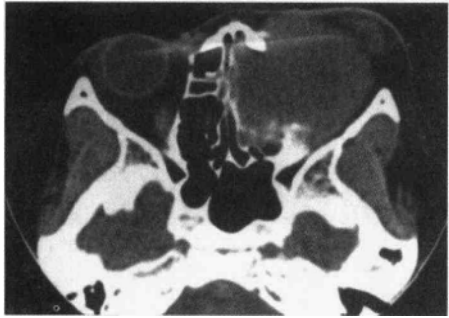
左侧眼眶横纹肌肉瘤并侵入左筛窦横断面 CT
